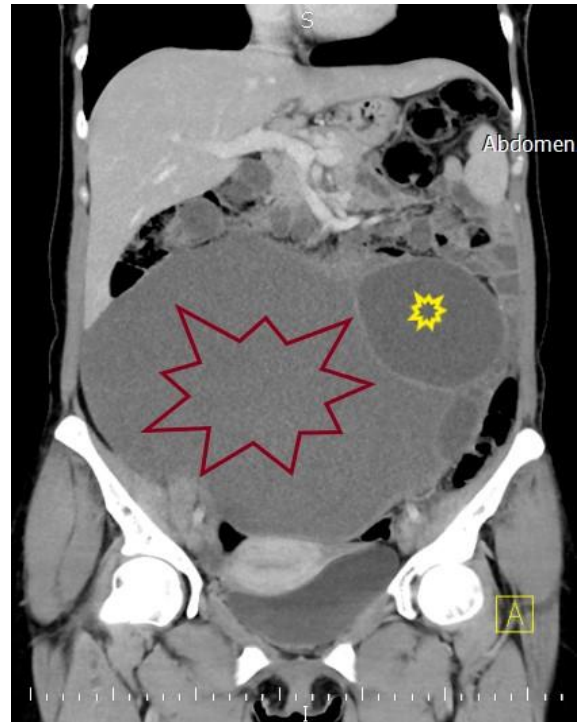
Anterior koronal BT kesitlerinde, batinın tümünü kaplayan dev kistik lezyon imajı.
